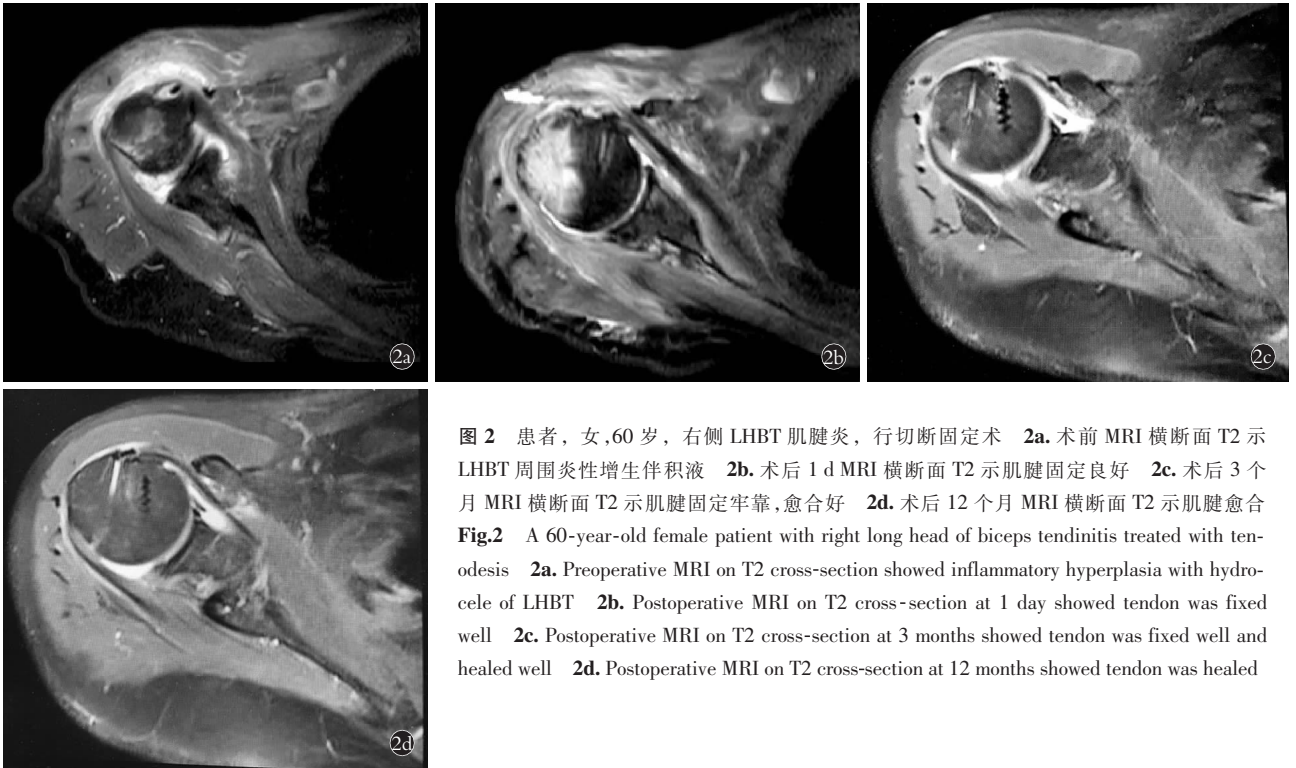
患者,女,60 岁,右侧 LHBT 肌腱炎,行切断固定术 2a. 术前 MRI 横断面 T2 示 LHBT 周围炎性增生伴积液 2b. 术后 1 d MRI 横断面 T2 示肌腱固定良好 2c. 术后 3 个月 MRI 横断面 T2 示肌腱固定牢靠,愈合好 2d. 术后 12 个月 MRI 横断面 T2 示肌腱愈合
